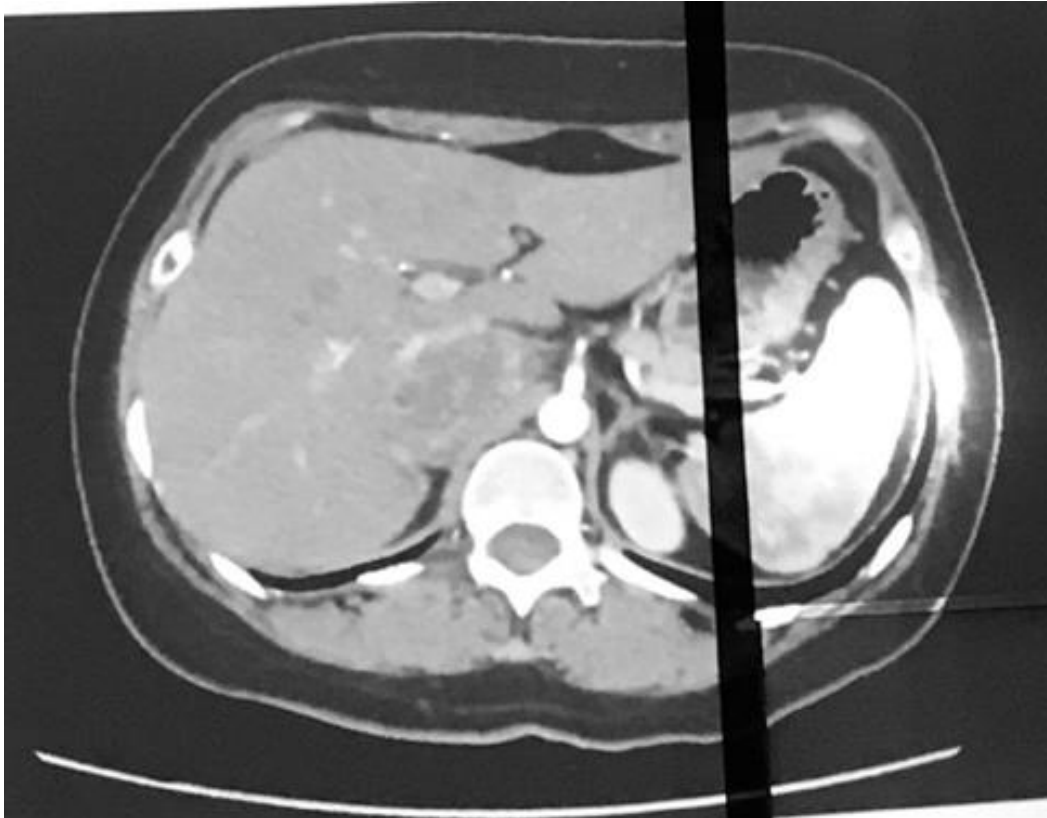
TAC de hígado con lesión suprarrenal derecho presenta disminución de su tamaño, con medidas de 8.8 x 3.8 cm (previo 11 x 6 cm), que rodea la vena cava inferior y la vena, y las arterias renales derechas contacta la vena porta y la arteria mesentérica superior. Es por lo cual se le otorga el grado 4 de la clasificación de Fuhrman empleada para determinar el grado nuclear del cáncer renal con características de: tamaño del núcleo >20mm, bordes de núcleo multilobulado, y un nucléolo prominente (Fuhrman et al,1982).
